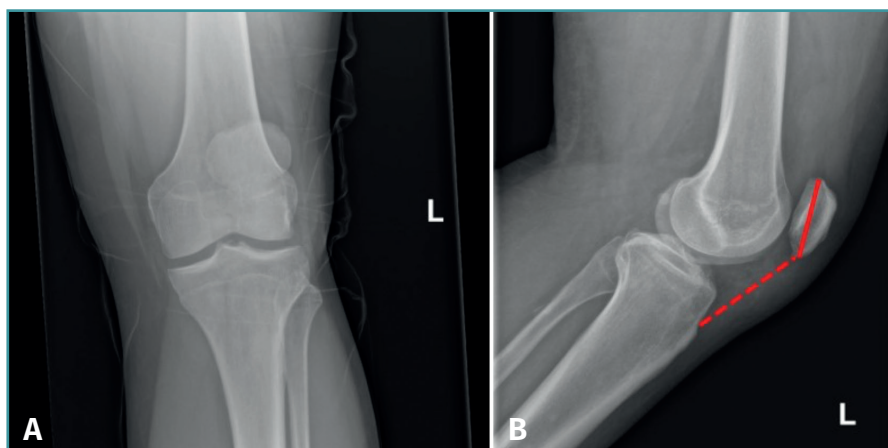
Radiografía simple de rodilla izquierda, proyección anteroposterior (A) y lateral (B) que demuestra la presencia de patela alta. Longitud del tendón patelar (línea discontinua), longitud de la patela (línea continua). Índice de Insall-Salvati = 1,4.
